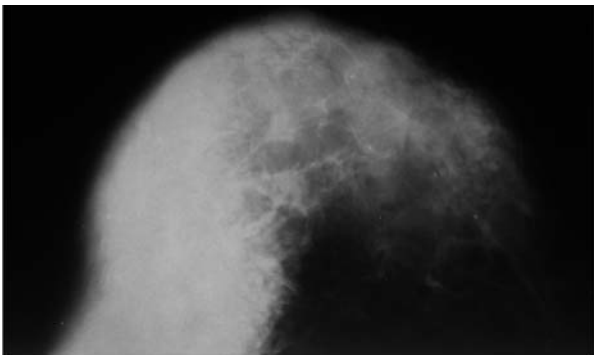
Рентгенограмма лимфомы правой грудной железы пациентки П., 1973 г.р. через 2,5 года (контрольное исследование)
